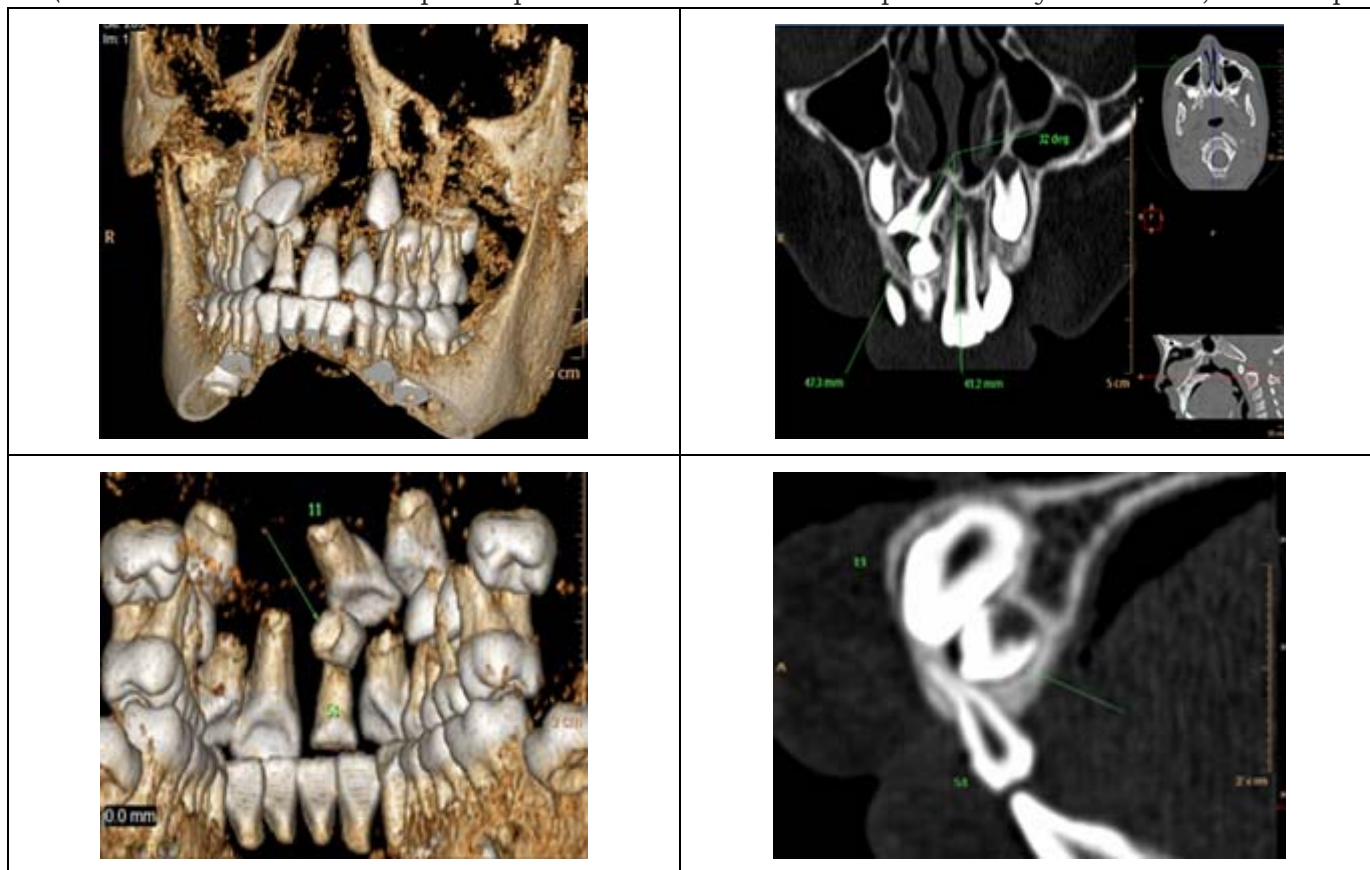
МСКТ (мультипланарные и 3D реконструкции).
